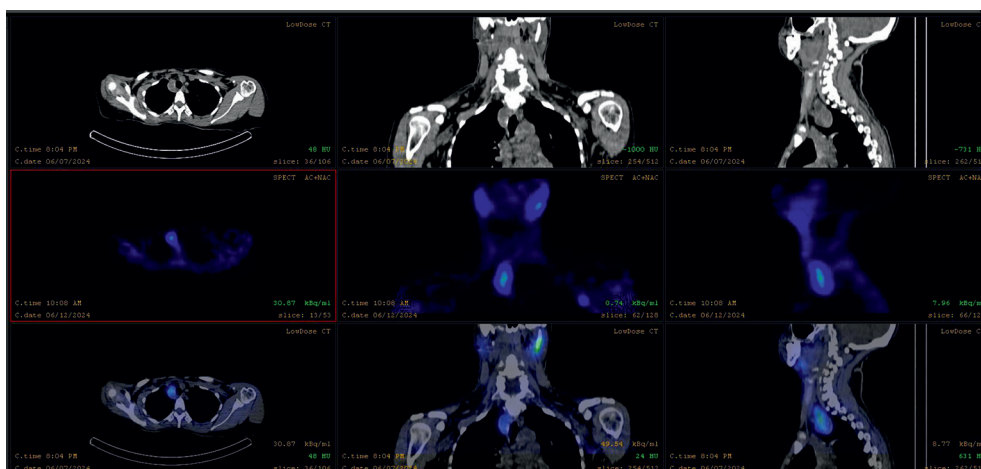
Estudio SPECT/CT con $^{99m}\text{Tc-MIBI}$. Nódulo paratiroideo. Fuente: Dirección de Servicios Biomédicos. Centro de Isótopos.
